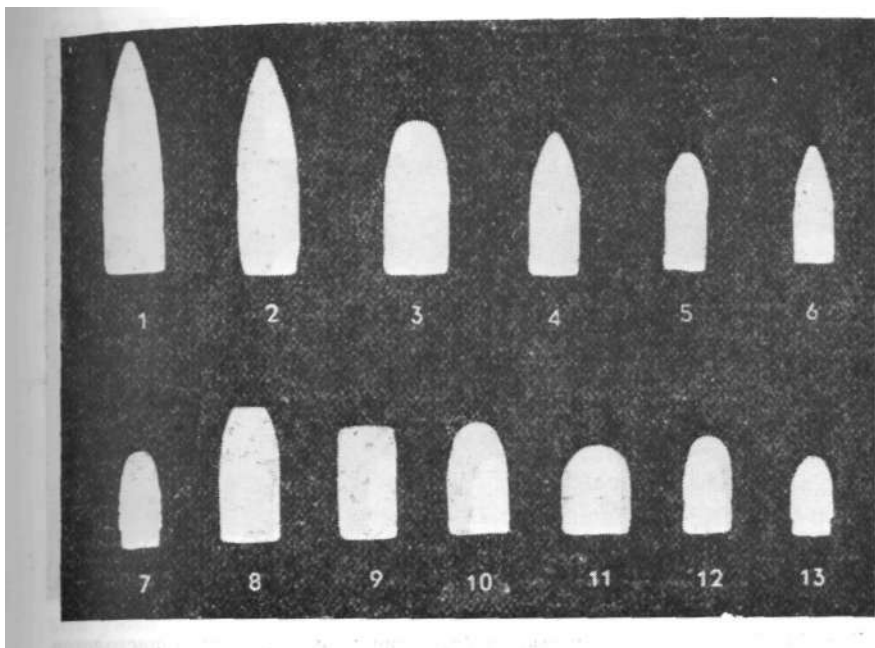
Рентгеновские теневые изображения пуль отечественного производства.
